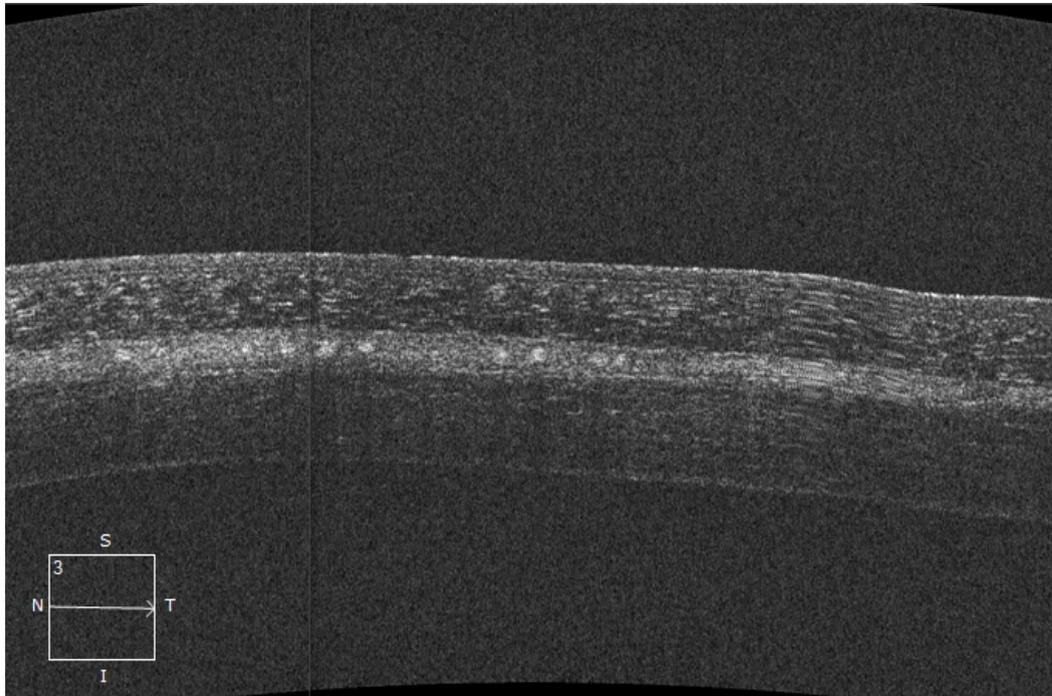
Tomografia de coerência óptica demonstrando líquido na interface
